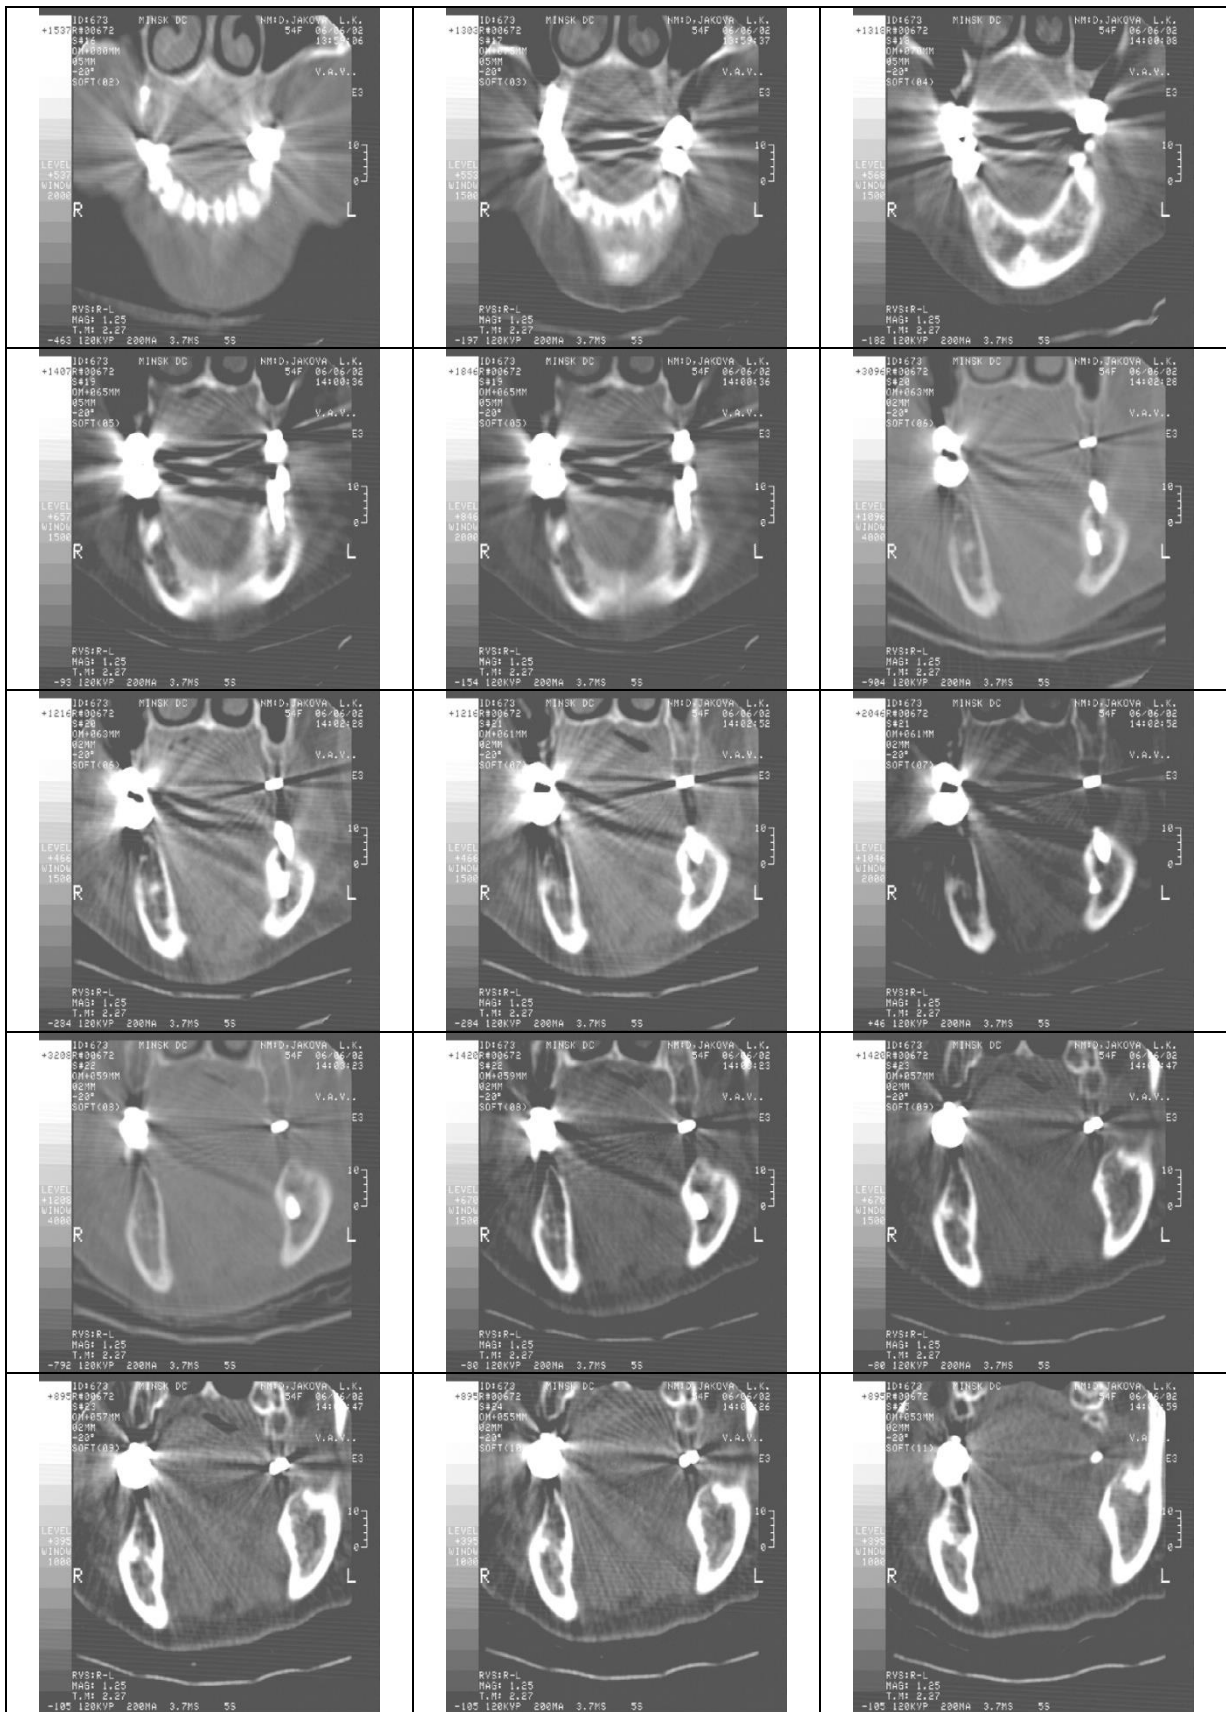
Спиральная томография нижней челюсти для определения соотношения имплантата с canalis mandibularis
